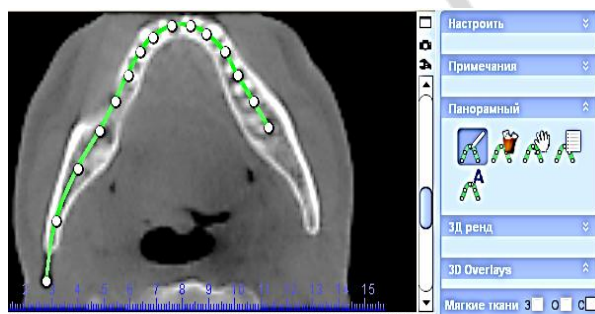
Построение индивидуальной панорамной томограммы
